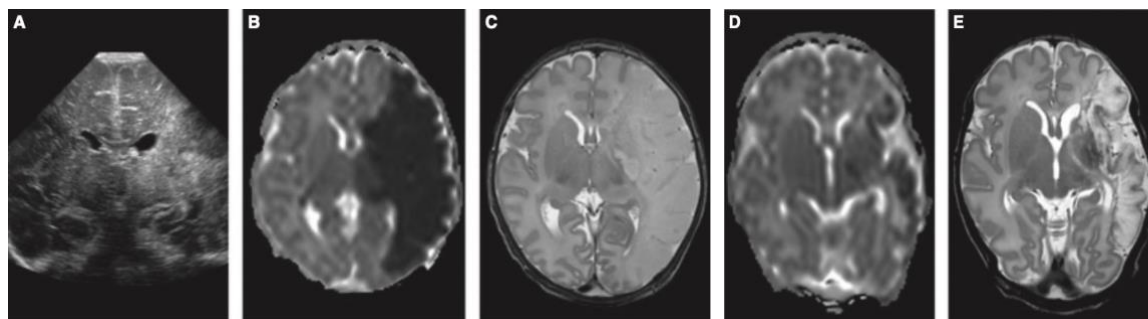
Hallazgos de ecografía transfontanelar y resonancia magnética de un bebé nacido a término con un accidente cerebrovascular isquémico arterial perinatal. La ETF del día 5 muestra un área de ecogenicidad aumentada en el territorio de la ACM izquierda, incluida la afectación del tálamo (A). Se obtuvo una RM, que incluía imágenes ponderadas en T2 (C) e imágenes ponderadas por difusión (mapa CDA) (B), el mismo día y mostró un derrame cerebral de la rama principal de la ACM. Una segunda RM, adquirida a la edad de 10 días, mostró pseudonormalización de las anomalías de difusión (D), pero evolución quística de la sustancia blanca (E). ETF: ecografía transfontanelar. ACM: arteria cerebral media. RM: resonancia magnética. CDA: coeficiente de difusión aparente²⁵.
